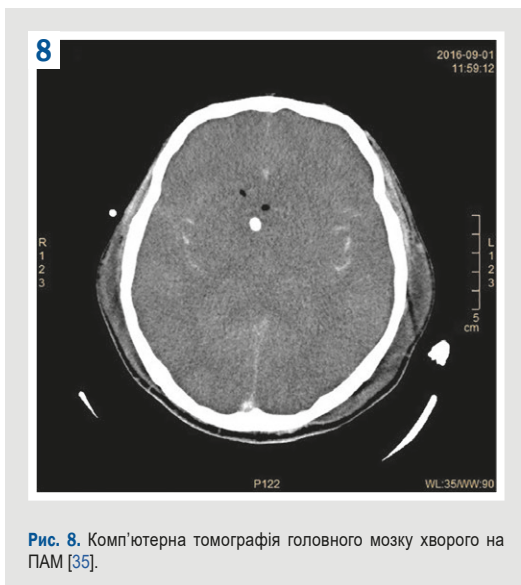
Комп'ютерна томографія головного мозку хворого на ПАМ [35].
